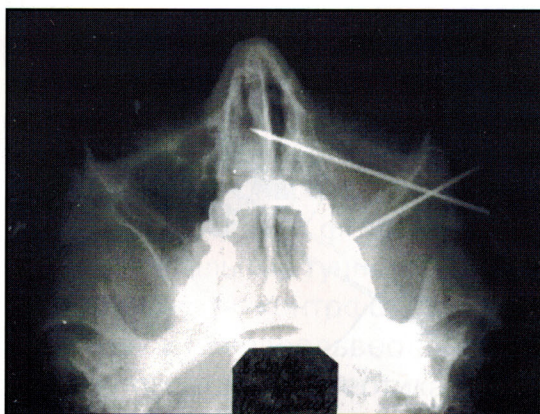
Рентгенограмма. Через сутки после операции.
